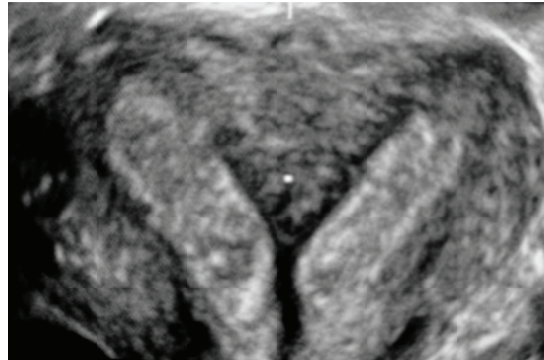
Ecografía 3D. Se observa la presencia de dos cavidades uterinas
